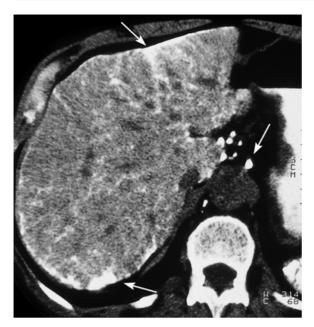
57-jähriger Patient, der über 30 Jahre nach zerebraler Angiographie mit Thorotrast computertomographisch untersucht wurde. Im Nativ-Scan inhomogene, landkartenartige Struktur des Parenchyms mit diffuser Durchsetzung der stark hyperdensen Thorotrast-KM-Reste sowie betroffener Lymphknoten (*Pfeile*)
